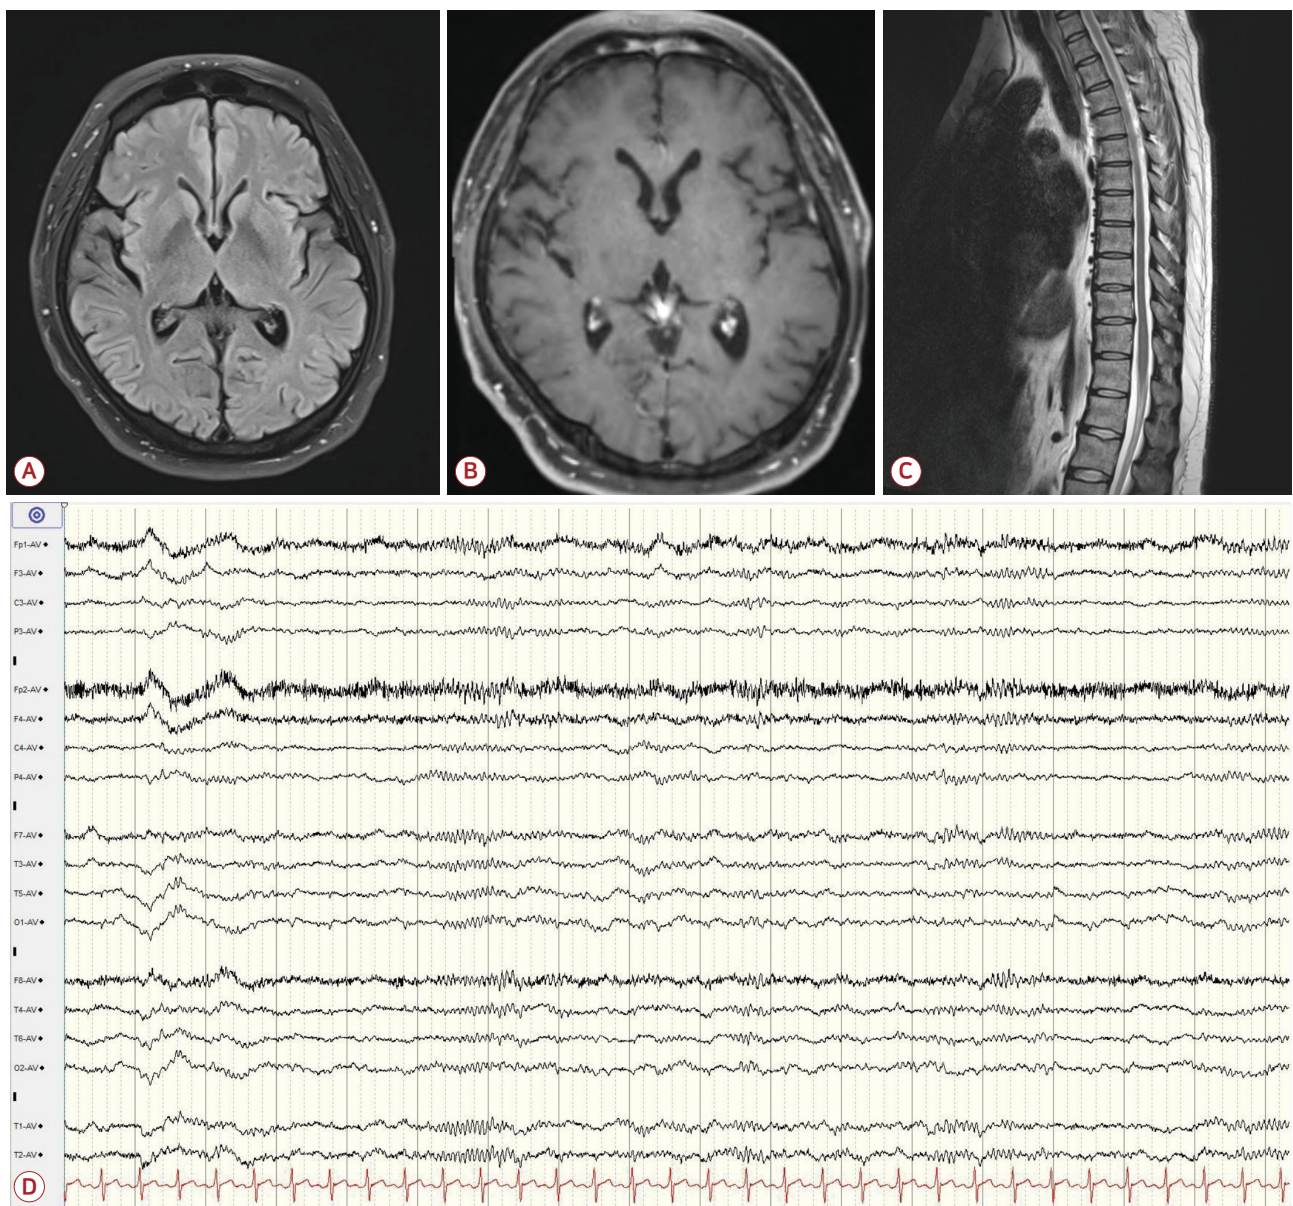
(A) Brain fluid attenuated inversion recovery image, (B) gadolinium enhanced T1-weighted image, and (C) spinal cord T2-weighted image show no abnormality. (D) Electroencephalogram demonstrated diffuse slowings in all leads.
